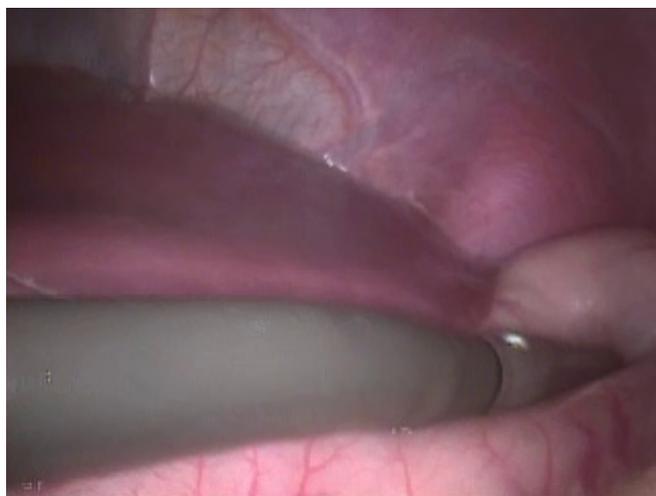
Identificação da lesão do corpo do pâncreas por Ecografia intraoperatória
